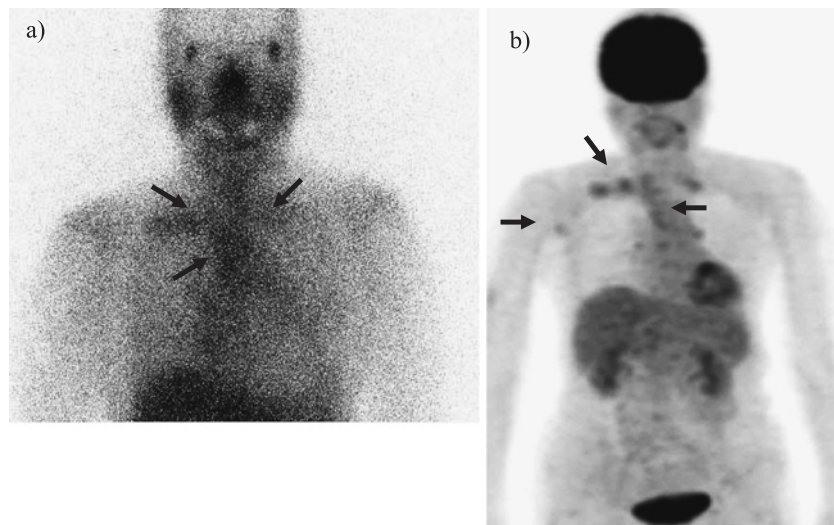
a) ^{67}Ga -scintigraphy showed increased bilateral uptake in the supraclavicular, mediastinal, and hilar lymph nodes (arrows). b) Fluorodeoxyglucose positron emission tomography (FDG-PET) showed increased uptake in the same lesion as ^{67}Ga -scintigraphy (arrows).
